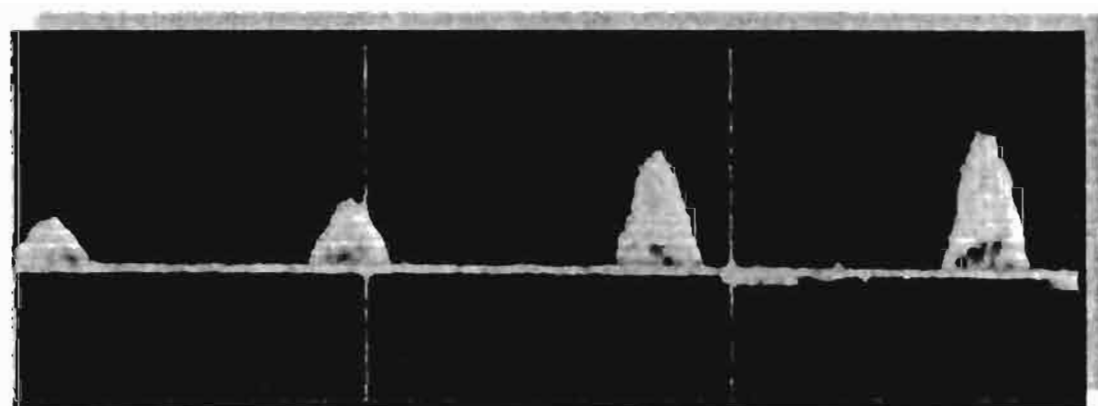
Fase V, espectro Doppler
